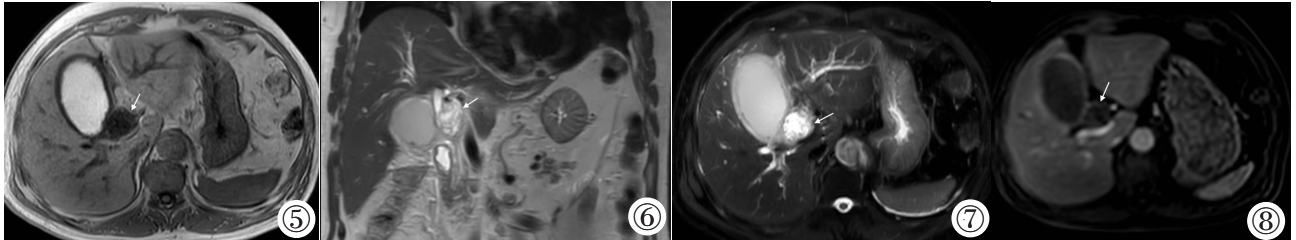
T₁WI 示病灶呈低信号。图 6,7 MRI 压脂 T₂WI 及 T₂WI 示病灶呈不均匀高信号,蜂窝状改变。图 8 MRI 增强示病灶壁及其内分隔呈中度持续强化。
